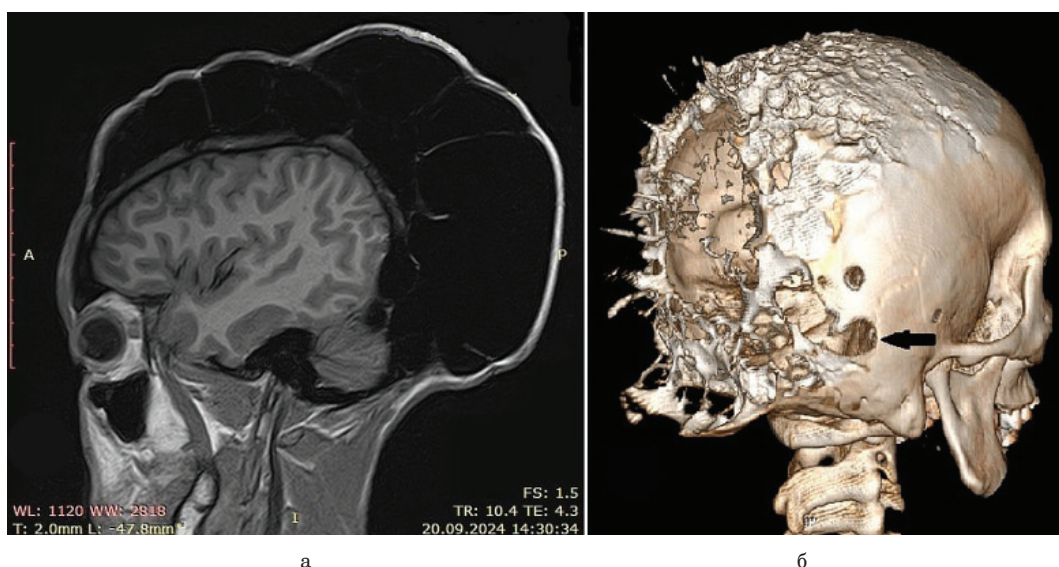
МРТ головного мозга пациента С. до операции (а); КТ черепа пациента С. в режиме 3D-реконструкции до операции (б) (стрелкой показан дефект височной кости, сообщающийся с подпапневротическим пространством)
